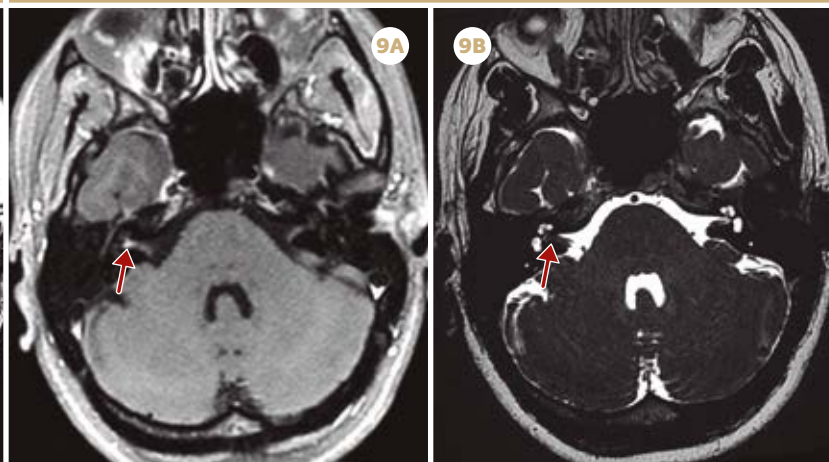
Schwannoma vestibular em paciente com zumbido à direita, porém sem perda auditiva. Em 9A, imagem de RM sequência T1 volumétrica após administração EV do gadolínio no plano axial, evidencia nódulo com realce pelo contraste (seta) no fundo do conduto auditivo interno direito, junto à abertura coclear. Em 9B, imagem de RM sequência T2 volumétrica no plano axial, demonstra falha de enchimento (seta) na topografia da lesão no fundo do conduto auditivo interno direito. A estabilidade dos achados nos exames de controle sugere schwannoma vestibular.
